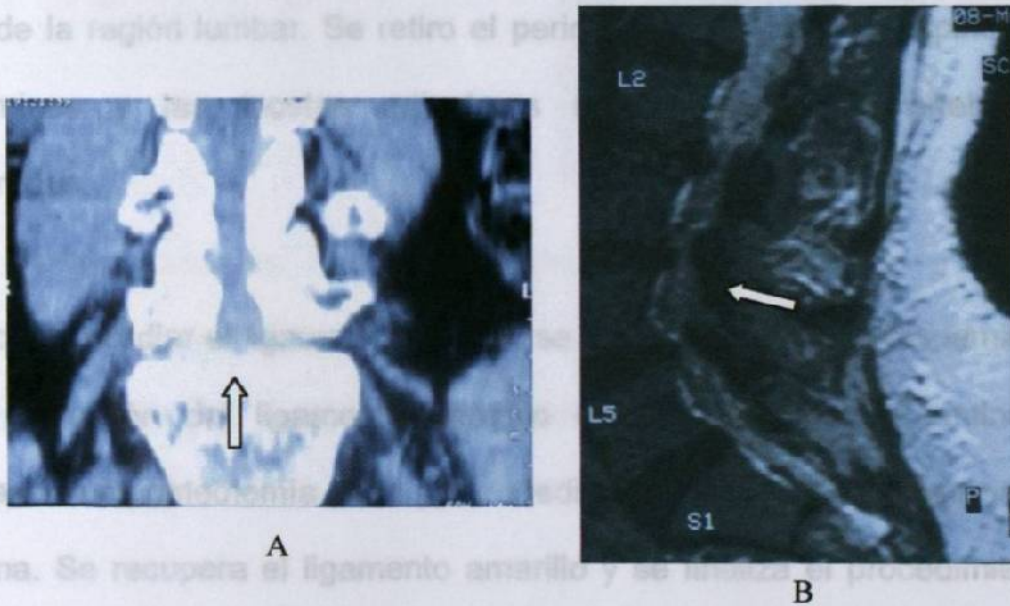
La resonancia magnética es el estudio que aporta mayores datos para valorar el conducto lumbar estrecho.
